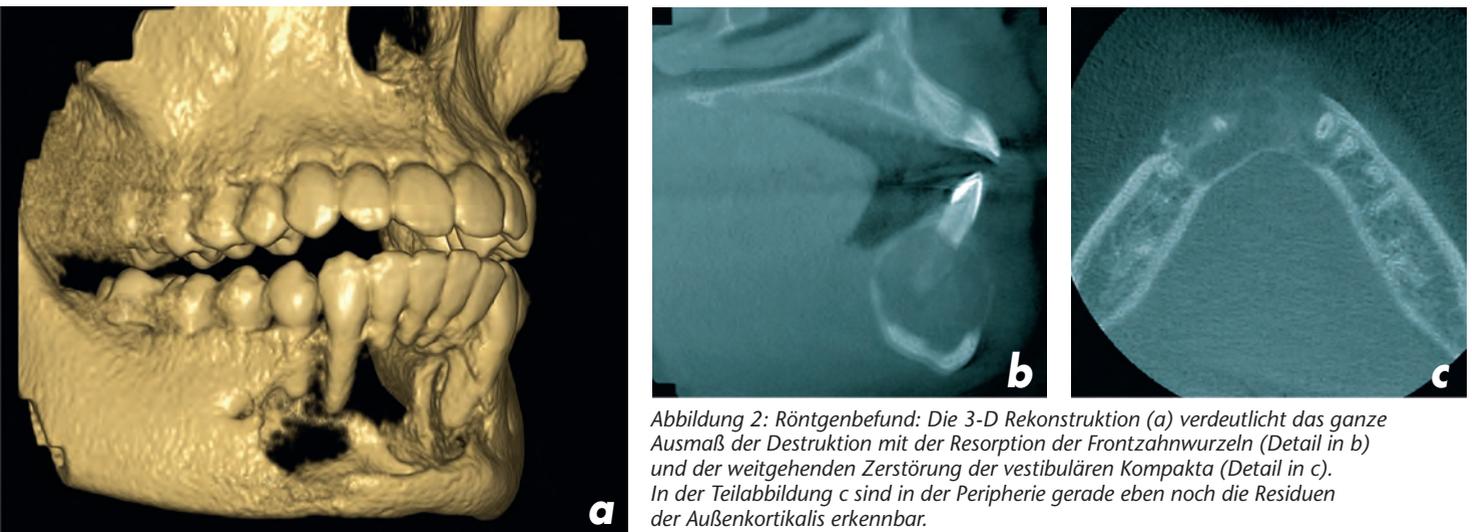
Röntgenbefund: Die 3-D Rekonstruktion (a) verdeutlicht das ganze Ausmaß der Destruktion mit der Resorption der Frontzahnwurzeln (Detail in b) und der weitgehenden Zerstörung der vestibulären Kompakta (Detail in c). In der Teilabbildung c sind in der Peripherie gerade eben noch die Residuen der Außenkortikalis erkennbar.
